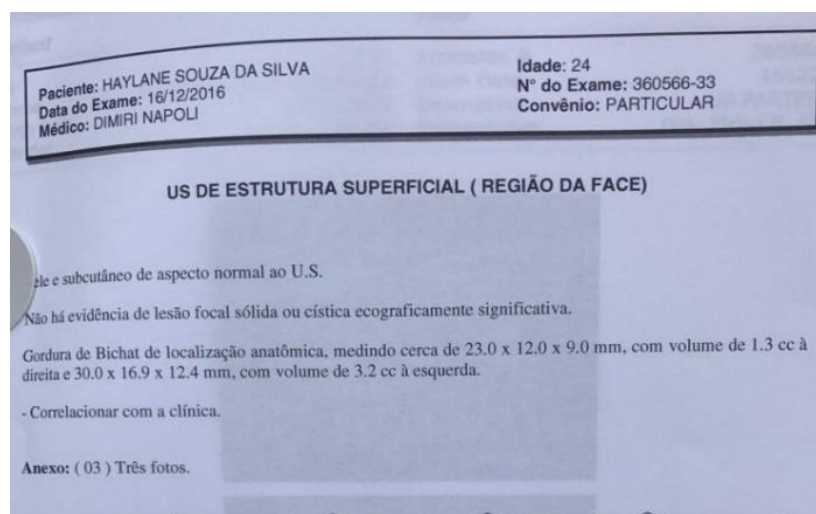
Laudo da ultrassonografia
